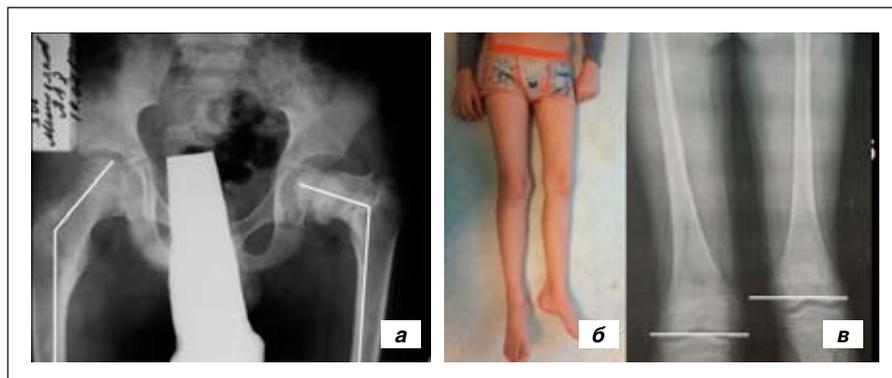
Пациент М., 10 лет. Рентгенограмма таза в прямой проекции (а). Справа сформировалась соха valga, слева — соха vara. Внешний вид пациента (б) и рентгенограмма нижних конечностей до лечения (в). Линиями показана величина укорочения.
